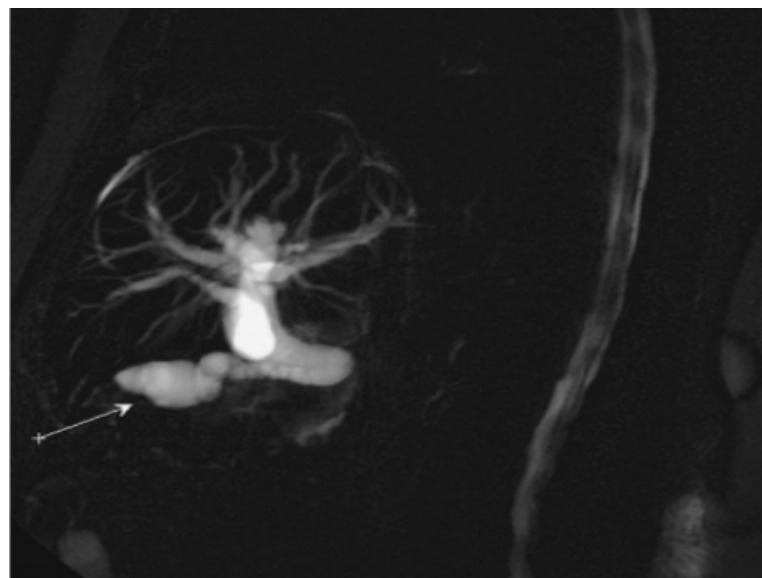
Cholangiopancréato-IRM montrant une tumeur péri-hilaire avec dilatations des voies biliaires intra-hépatiques.
